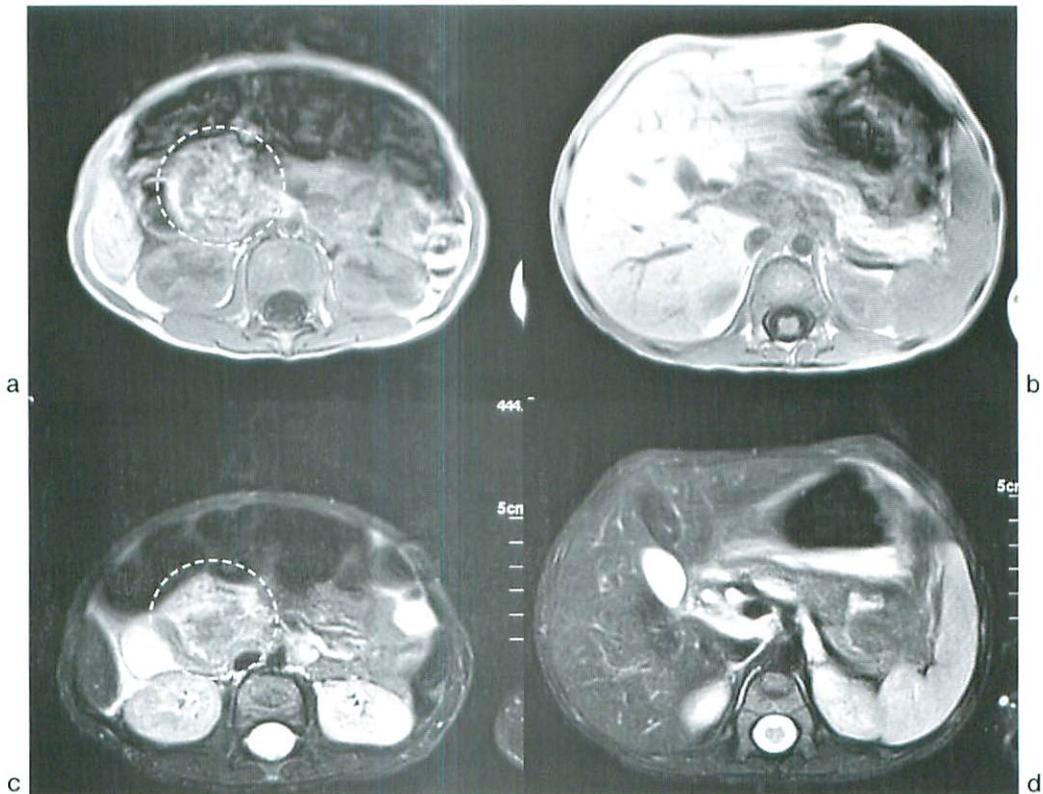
MRI of the Abdomen
